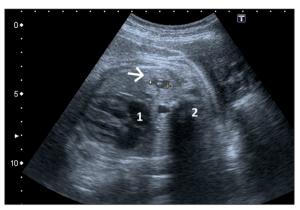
Sonograma bidimensional de corte transverso del tórax fetal en la semana 19 de gestación. MAQ tipo II. Caso número 12. 1: corazón fetal; 2: Columna vertebral fetal; Flecha: microquiste.
